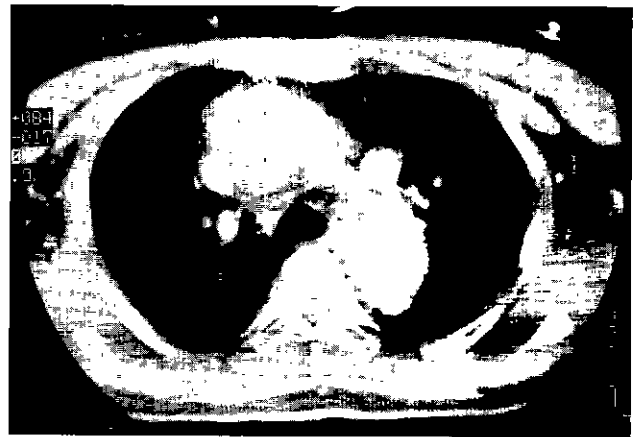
Preoperative chest CT(Case #2) Hematoma around the ascending aorta seemed to be a intramural hematoma. Preoperatively we misdiagnosed this as the dissection of ascending aorta.
